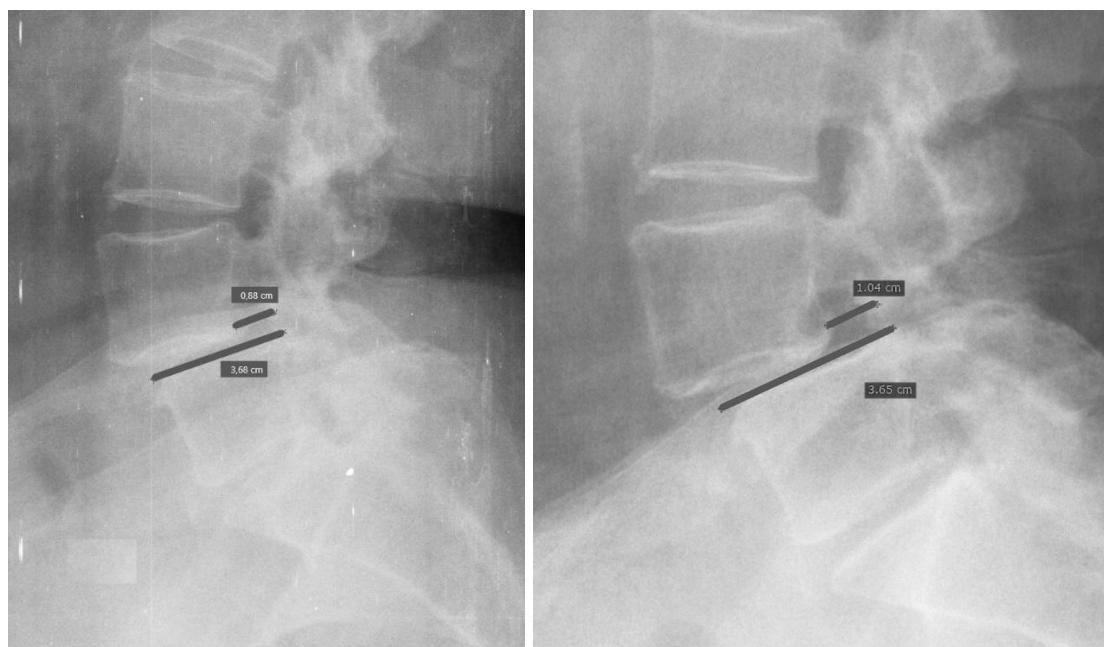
боковые рентгенограммы в нейтральной позиции пациентки Н-вой (И/б 279-2018) до (слева) и после (справа) проведенного оперативного лечения
